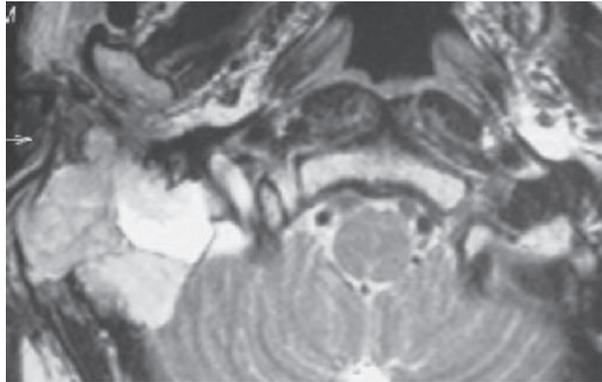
Resonancia magnética, fase T2, corte axial.
